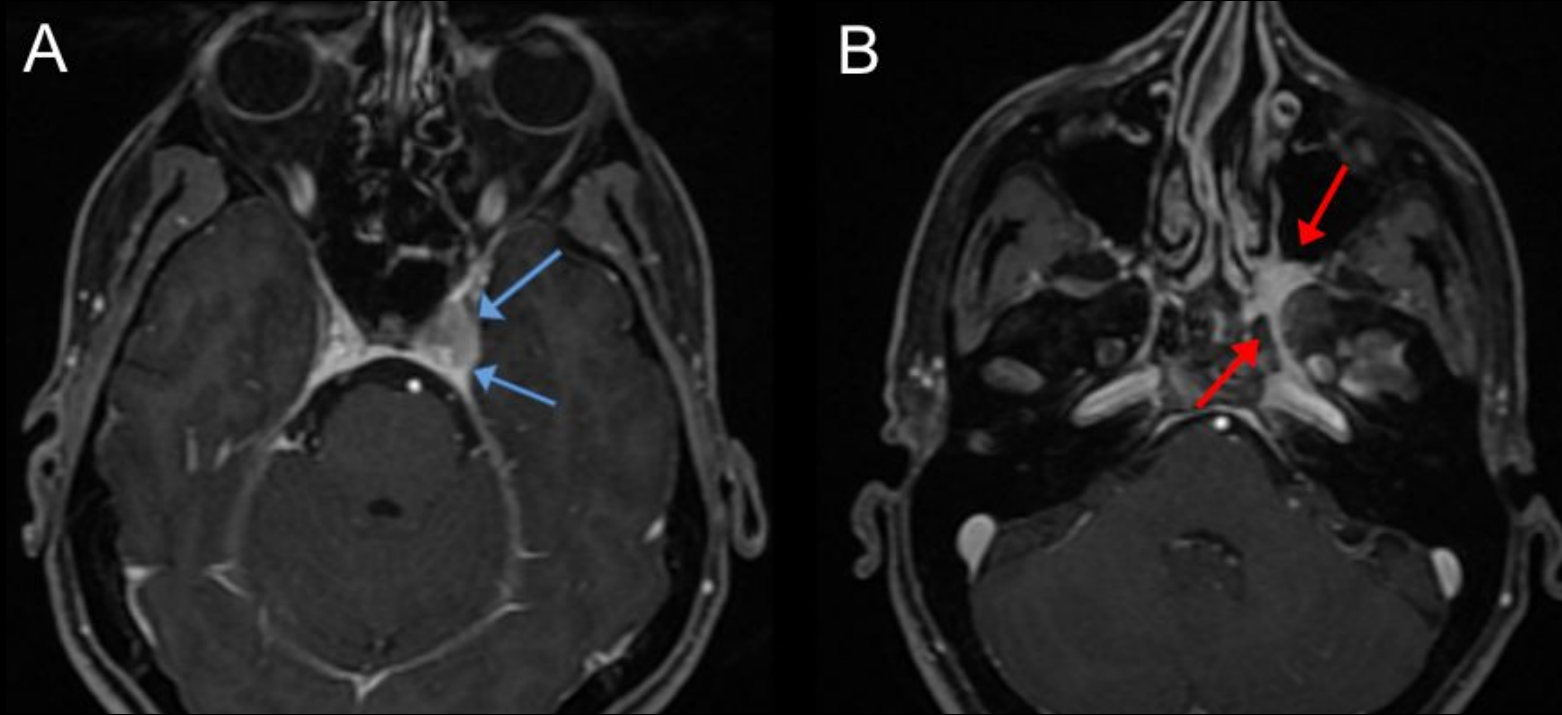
Imágenes axiales de resonancia magnética potenciadas en T1 con contraste. Se observa realce y engrosamiento del seno cavernoso izquierdo (flechas azules - A), así como afectación de la fosa pterigopalatina izquierda y el conducto vidiano (flechas rojas - B). Este tumor se habría clasificado como T4N0 y, por lo tanto, estadio IV; sin embargo, según TNM-9, se clasificaría como estadio III.
